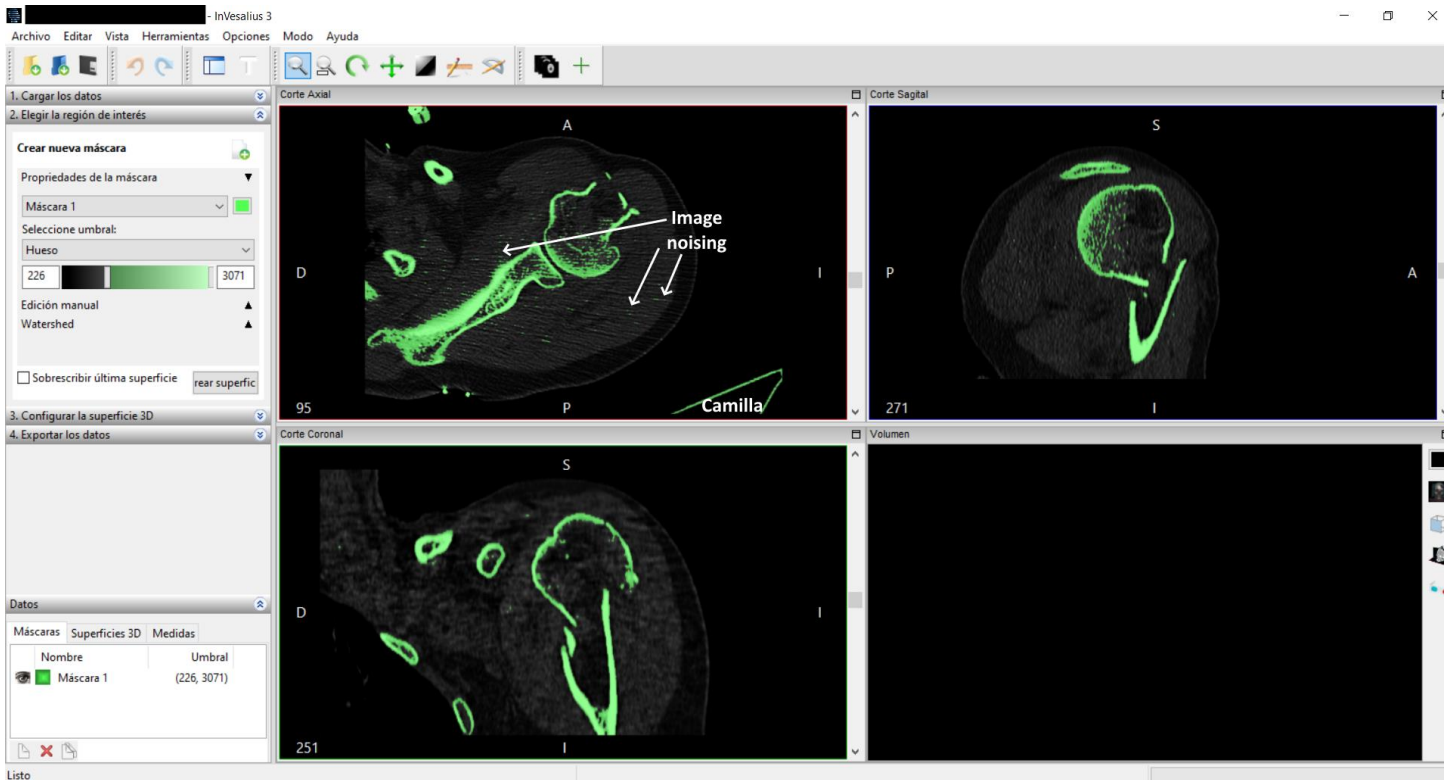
Fase inicial del tratamiento de imágenes DICOM. Se puede apreciar cómo al seleccionar el umbral hueso (menú izquierdo) el programa establece unas unidades Hounsfield en un rango desde las 226 a las 3071 (densidades metálicas, de ahí que se incluya la camilla, como se ve en el corte axial), aunque esto no tiene por qué ajustarse a las densidades reales del hueso de cada paciente, ya que según el hueso y la densidad ósea de nuestros pacientes se debe trabajar en distintos rangos. Por ejemplo, hay autores que han demostrado que algunos huesos osteoporóticos en el TAC pueden tener densidades incluso menores a las 100 Unidades Hounsfield (esto sobre todo ha sido estudiado a nivel vertebral como predictor de osteoporosis alternativo a la densitometría) [Schreiber et al., 2011; Kim et al., 2019; Yaprak et al., 2020]. Tras este punto, se debe realizar una inclusión y/o borrado manual de las partes que falten (hueso esponjoso) o sobren (image noising, camilla...) para el modelo deseado, como se aprecia en [Figura 28](#).
